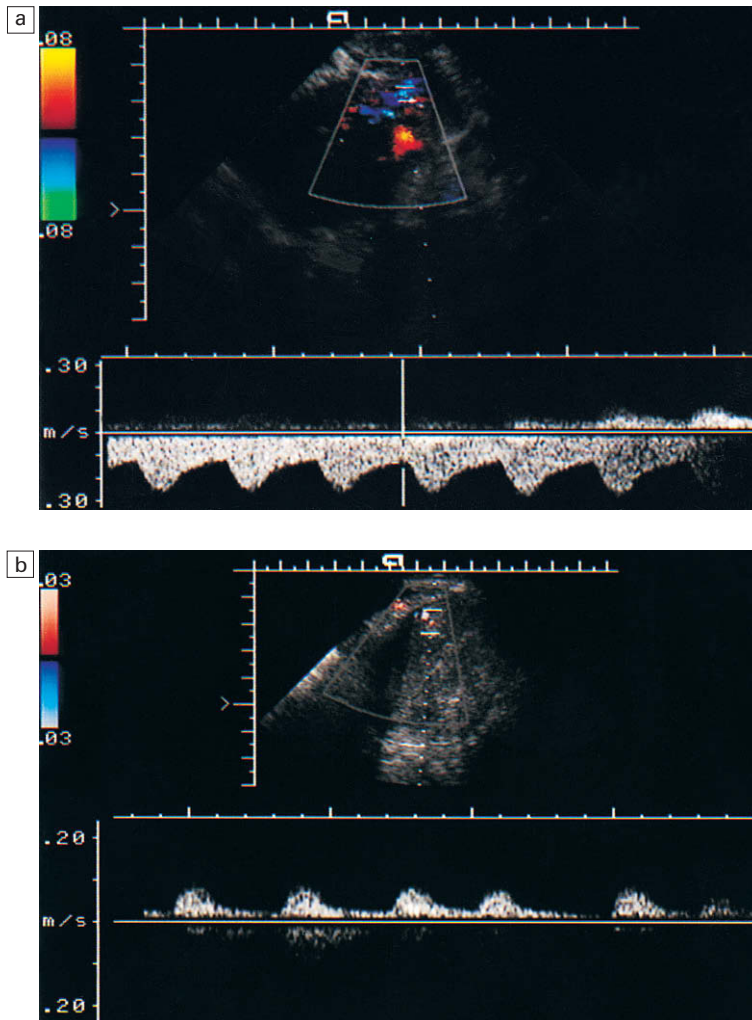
a) Doppler espectral de la arteria uterina que muestra un aumento del flujo sanguíneo uterino en una paciente en tratamiento con tamoxifeno. b) Vuelta del flujo sanguíneo uterino a los valores normales tras la suspensión del tamoxifeno.
